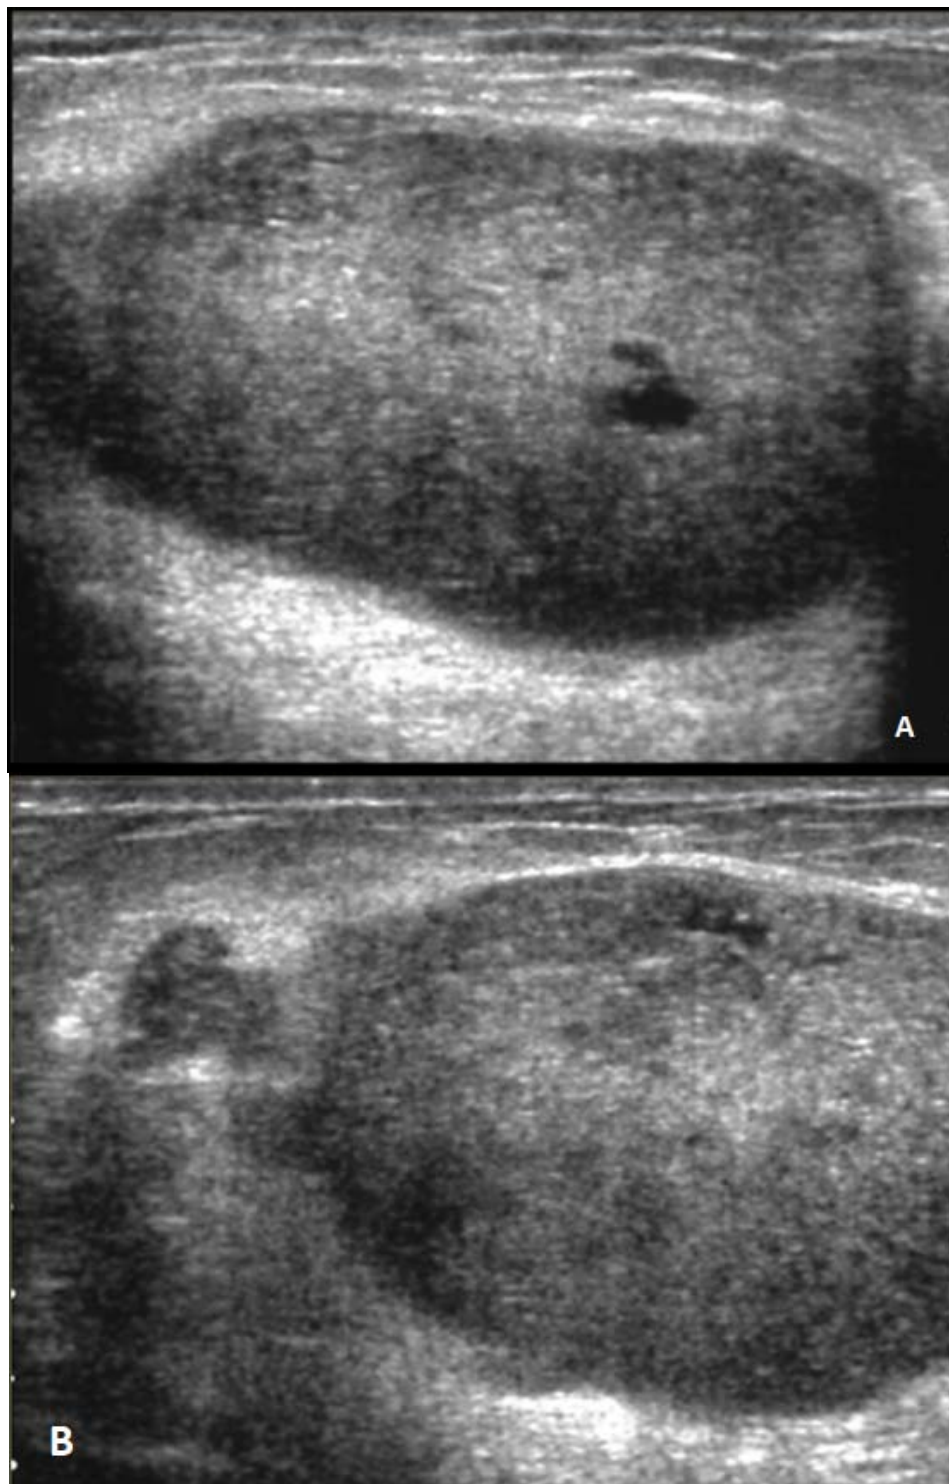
Cliché d'échographie mammaire montrant une masse ovale hypoéchogène de contours circonscrits, de grand axe parallèle à la peau avec une plage anéchogène centrale (A) et une Macro-lobulation (B) [59].
